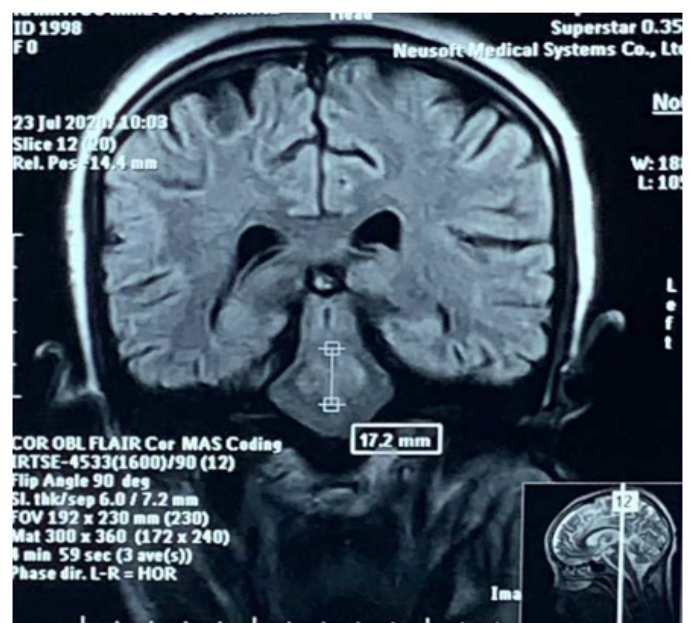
IRM coupe coronale en séquence FLAIR montrant un hypersignal au niveau de la protubérance
